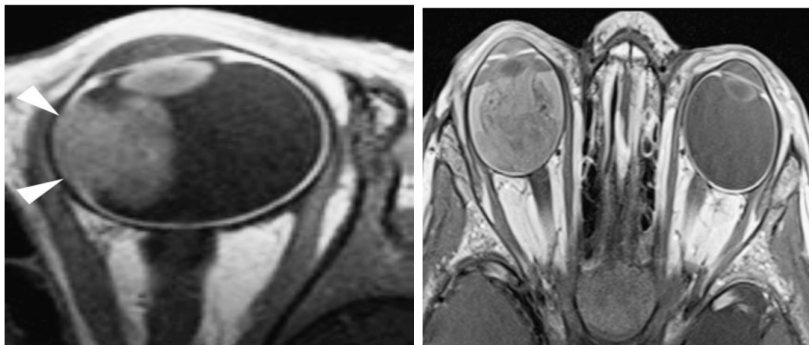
UNBVM với MRI (Nguồn: Retinoblastoma [25])
